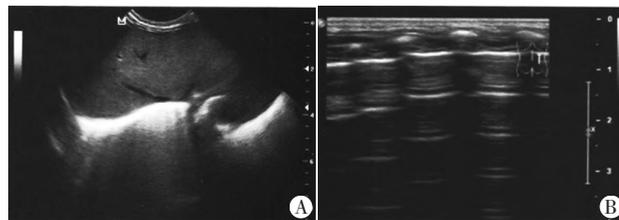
暂时性呼吸增快症新生儿超声图像,超声评分36分
